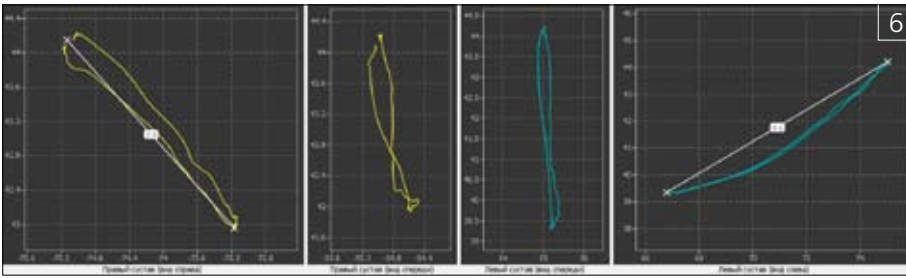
Уменьшение амплитуды при протрузии правого ВНЧС (мм)
